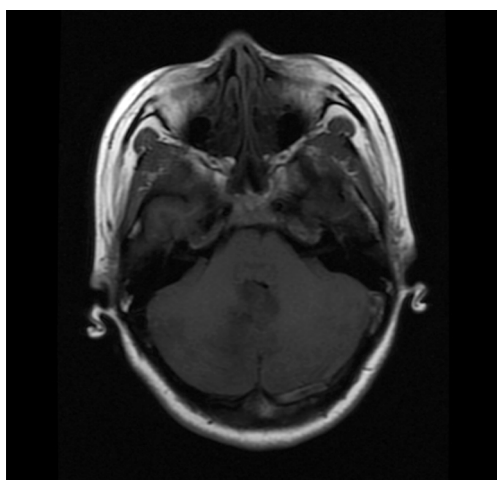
头颅MRI-T1 WI序列见散在斑片低信号改变
